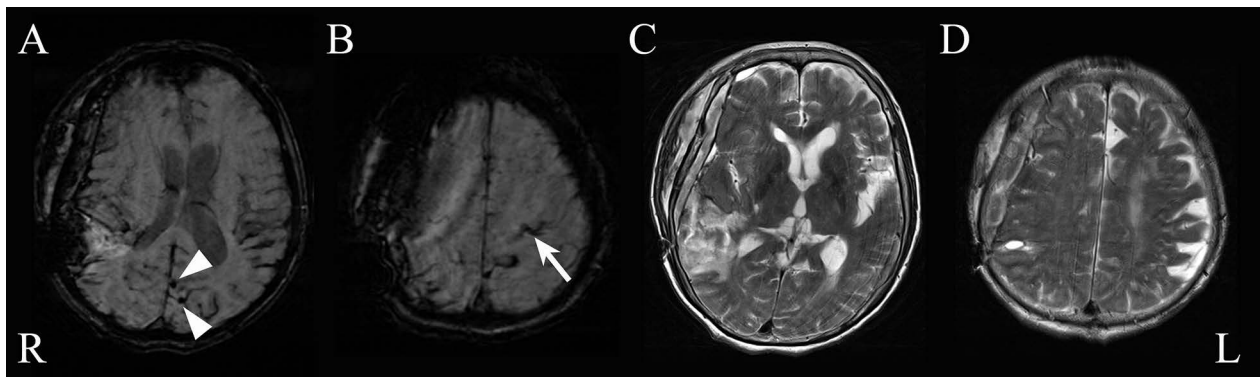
Brain MRI (obtained 15 days after the cerebral hemorrhage development).
